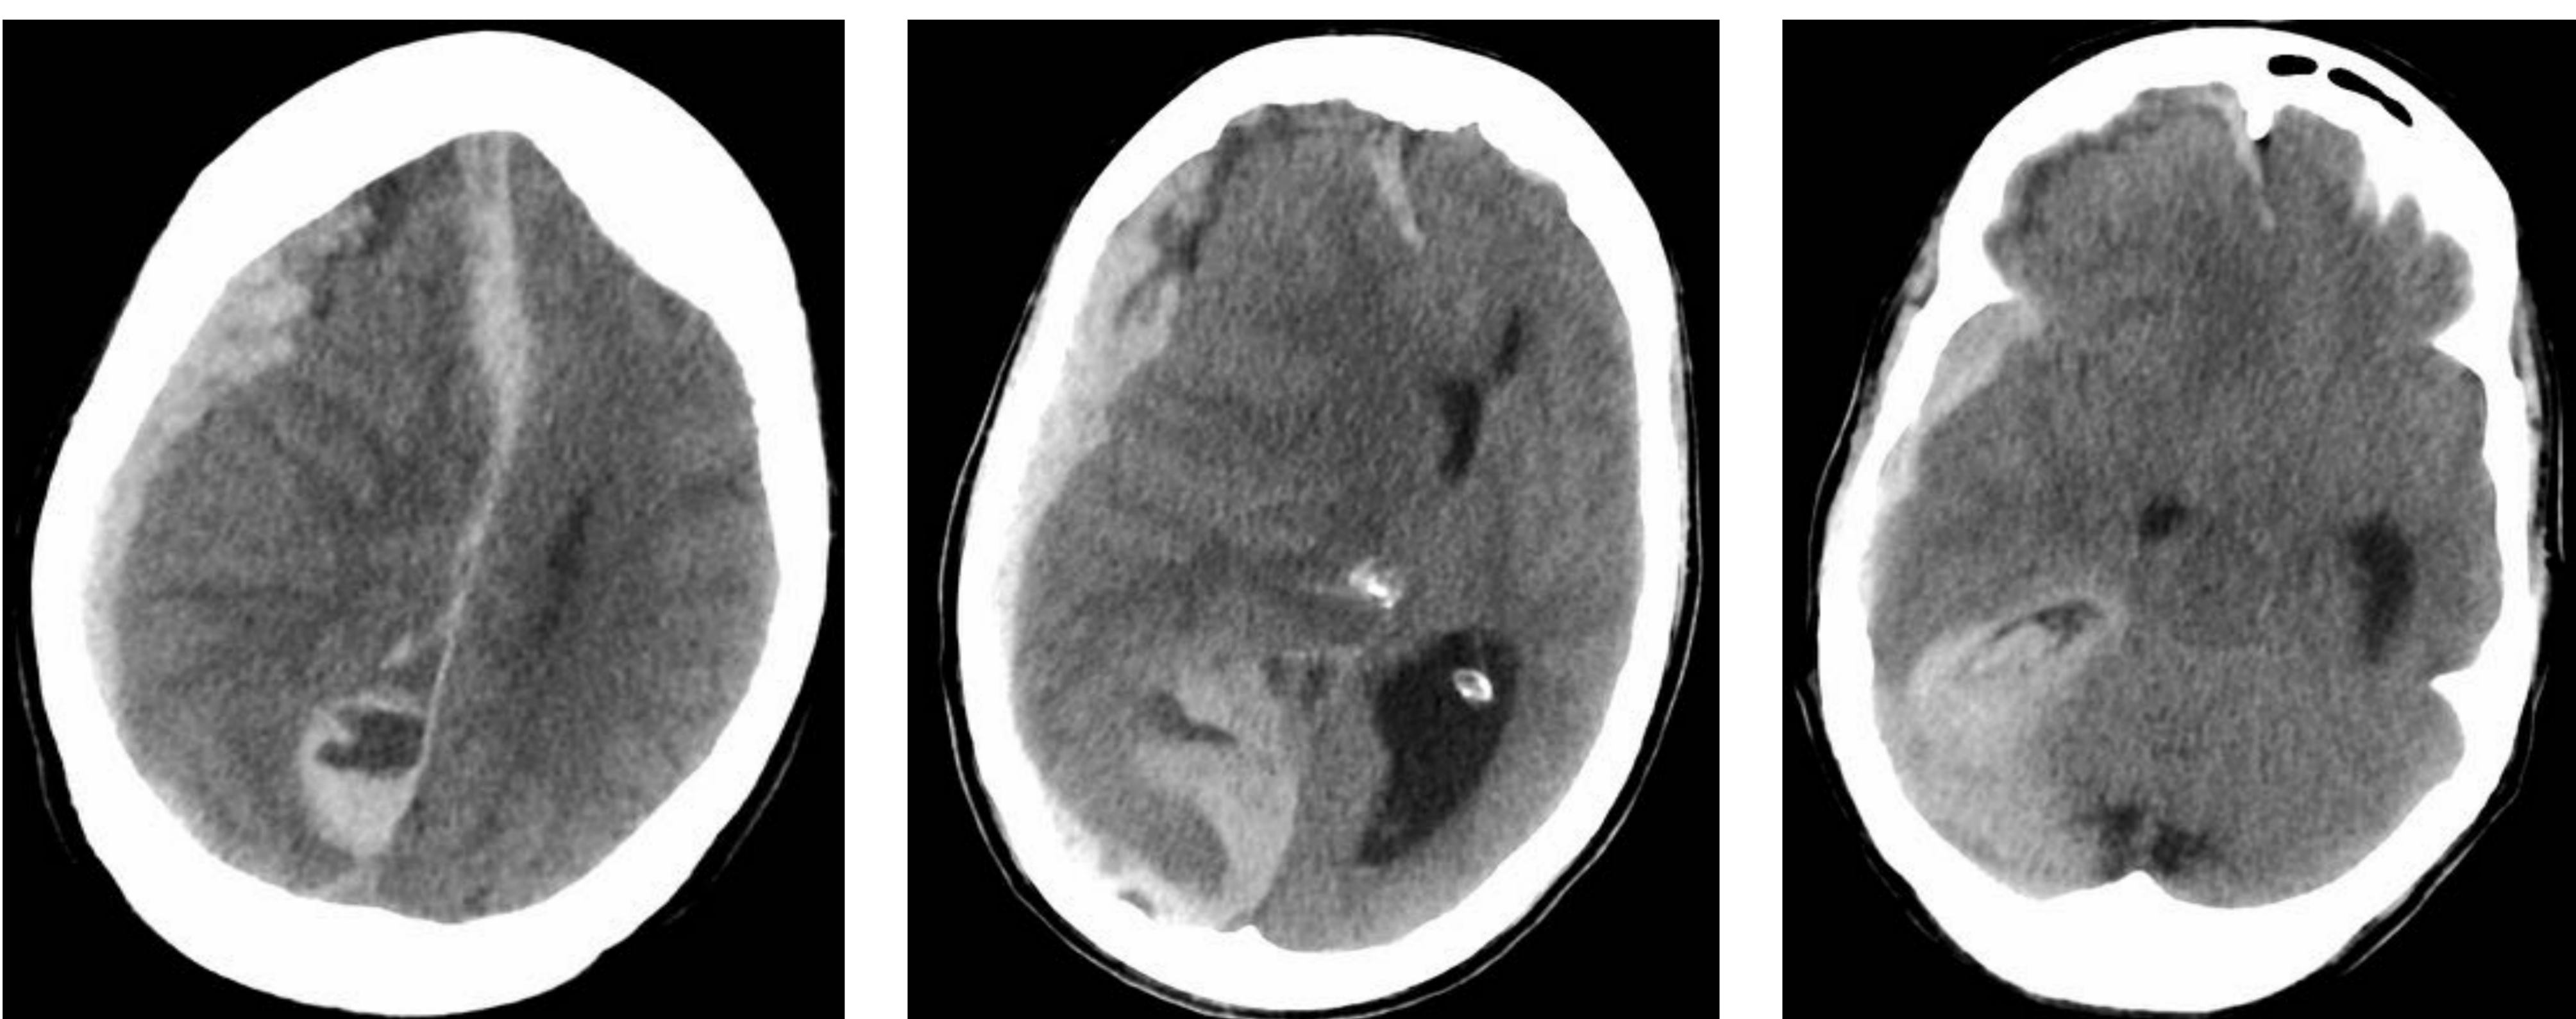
y 21 (cortes axiales TC): hematoma subdural de la convexidad derecha con extensión a cisura interhemisférica y tentorio. Hernia subfalcina con desplazamiento de la línea media de 1,8 cm.
